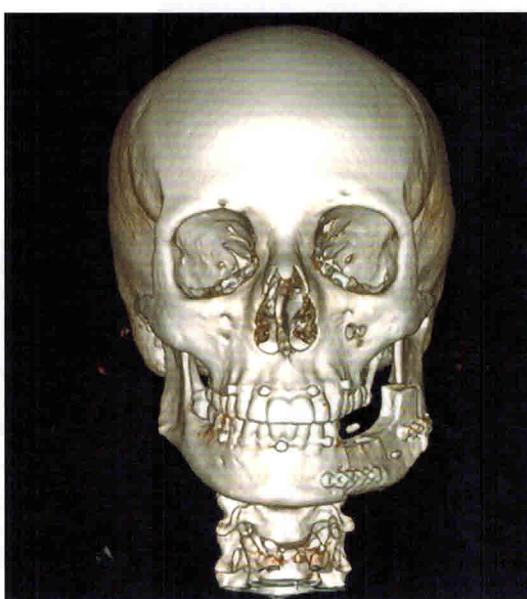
Компьютерные томограммы пациентки Ж. после оперативного вмешательства
